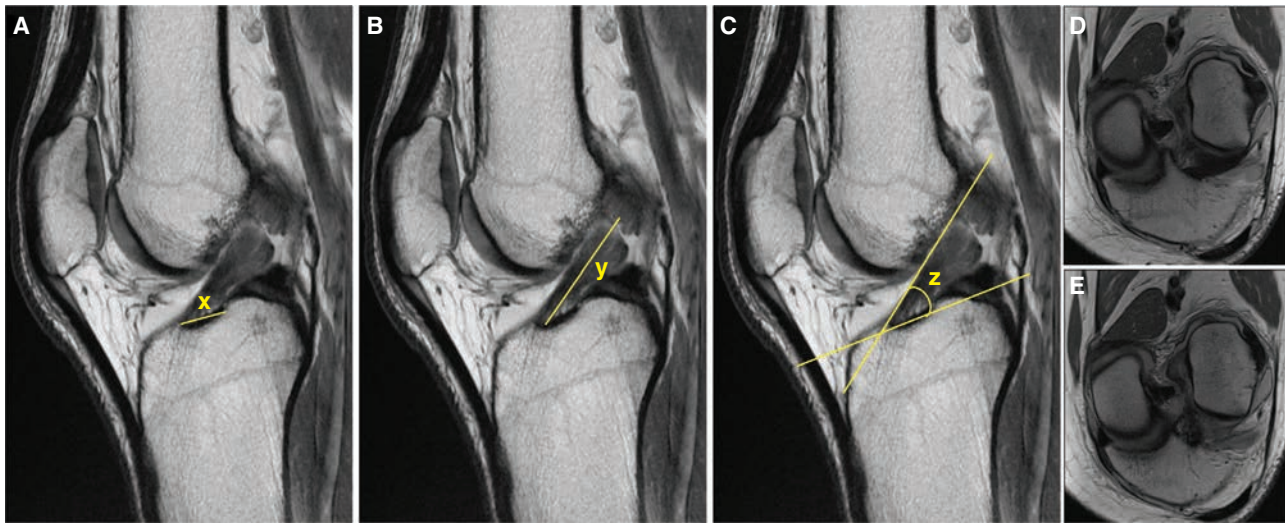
Imagen de resonancia magnética de ACL desgarrado. (A-C) Cortes sagitales con densidad protónica; se advierte la medición de la longitud del sitio de inserción tibial anteroposterior ("x"); medición de la longitud del ligamento intraarticular ("y") y medición del ángulo de inclinación de ACL ("z"). Cortes coronales oblicuos (en el mismo plano que el trayecto de ACL) en que se advierte un desgarro completo de ACL con imágenes separadas del desgarro de haz PL (D) y del AM (E).
